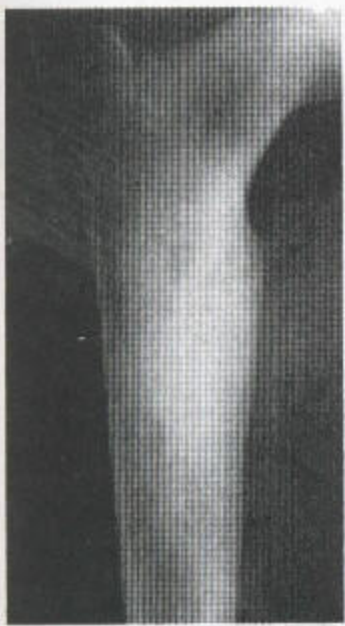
骨样骨瘤 (a) 有一光滑的外生骨疣, 位于胫骨干, 均匀性高密度, 并已参合进其下的皮质, 中心无透光区。(b) CT扫描中胫骨显示皮质增厚, 其内有核, 这是早期中央矿化的结果。
